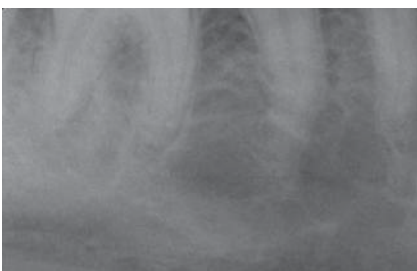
Zustand vier Wochen nach der Anwendung von *therasan oral gel* als temporäre Einlage. Eine deutliche Rückbildung der röntgenologischen periapikalen Läsion ist zu erkennen.
